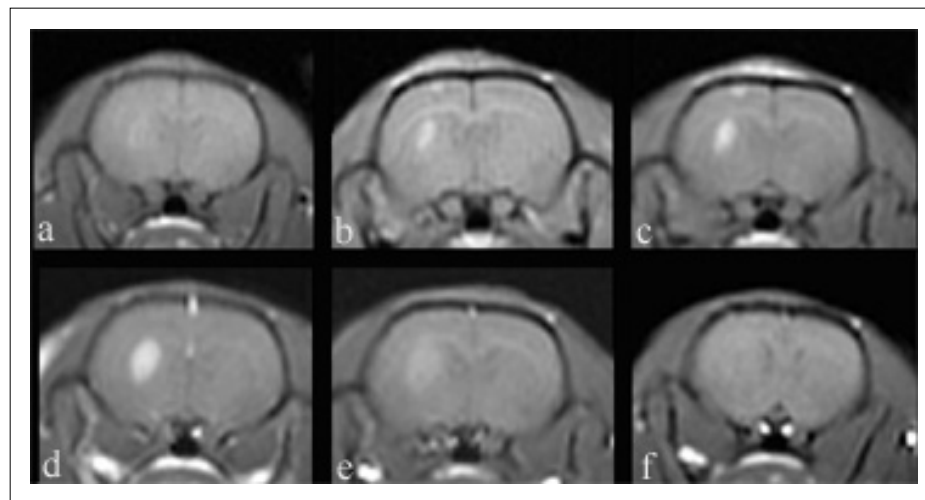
MRT im Zeitverlauf
